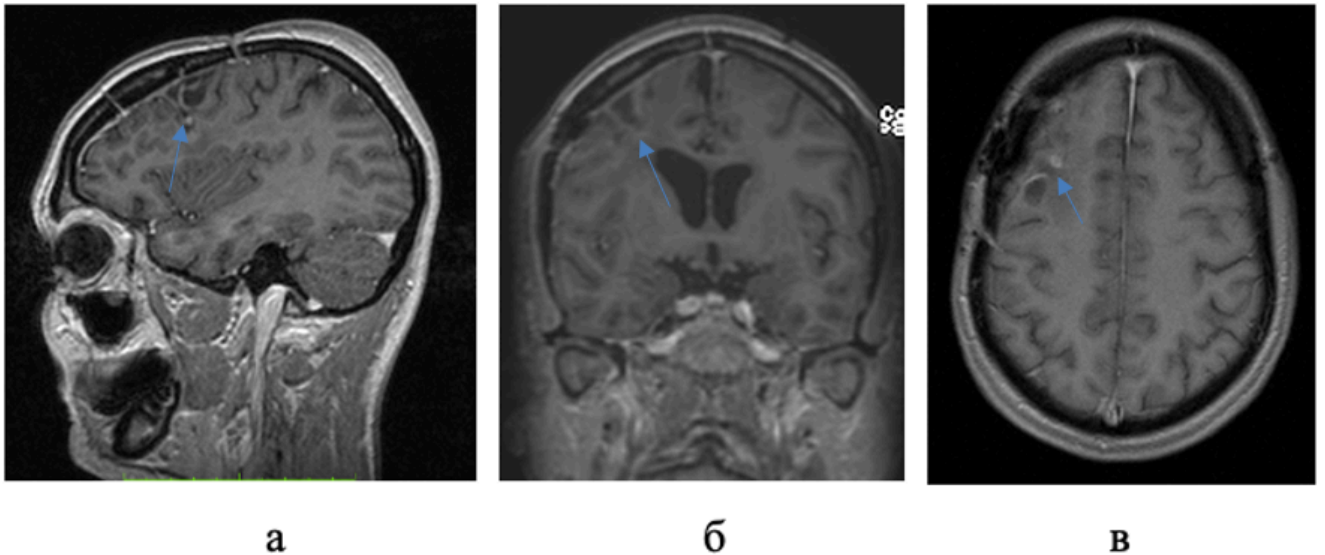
МРТ головного мозга с контрастным усилением после 6 циклов ХТ темозоломидом (28.11.2017г.): а – сагиттальная проекция, б – коронарная проекция, в – аксиальная проекция. Частичный ответ на терапию, размеры образования – 10x5x3 мм.
